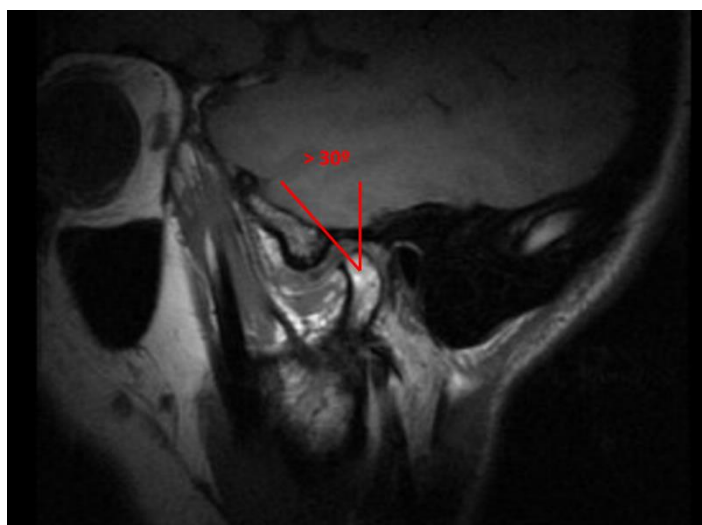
Secuencia T1 de una RM donde se aprecia un ángulo mayor a 30° entre la posición
